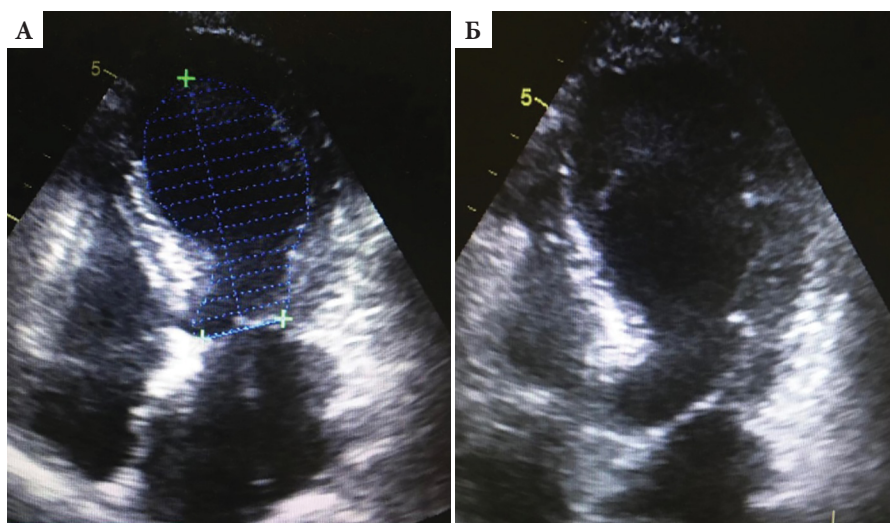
Эхокардиография пациентки в послеоперационном периоде, после возникновения болевого синдрома в грудной клетке, В-режим, систола, «шаровидное вздутие» верхушки: А — апикальная 4-камерная позиция, Б — апикальная 5-камерная позиция
